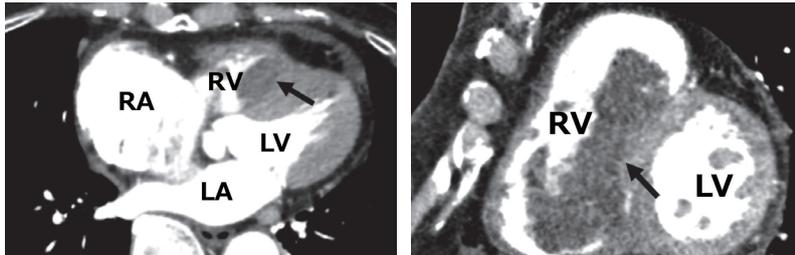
胸腹部造影 CT 検査 (心臓レベル).
